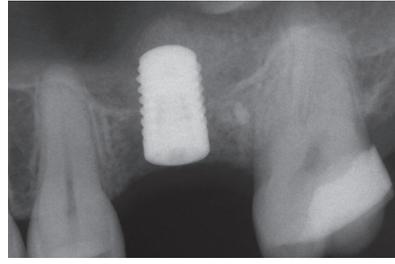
Radiografia dopo l'inserimento dell'impianto. Si può osservare l'innesto di Geistlich Bio-Oss® Collagen sull'impianto e il rialzo della membrana schneideriana.
